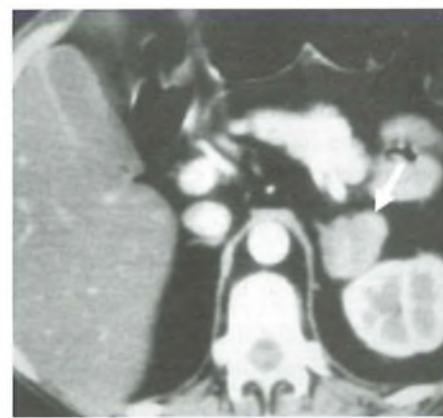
Feocromocitoma con ipertensione arteriosa parossistica. La tomografia assiale computerizzata visualizzava una grossa massa tumorale sinistra con una piccola zona di colligazione centrale (freccia).
